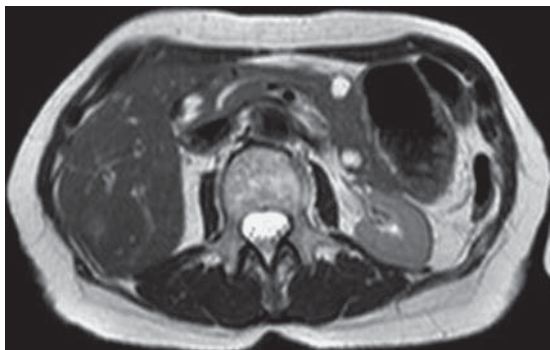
Магнитно-резонансная томограмма. Псевдокисты в теле и хвосте ПЖ, расширение ППЖ. Исследование с контрастированием, 2010 г.
